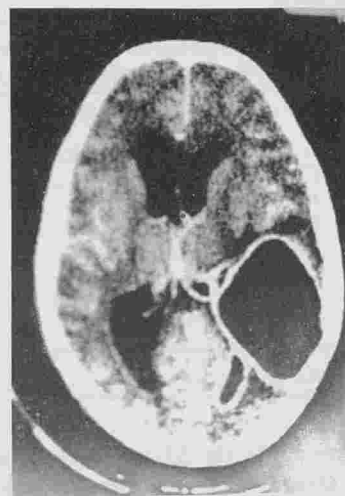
Coupe TDM après injection de contraste : gros abcès pariéto temporal gauche avec ostéite en regard : collection hypodense avec capsule dense, fine et régulière. Réaction oedémateuse modérée. Prise de contraste par la paroi ventriculaire (ventriculite).
